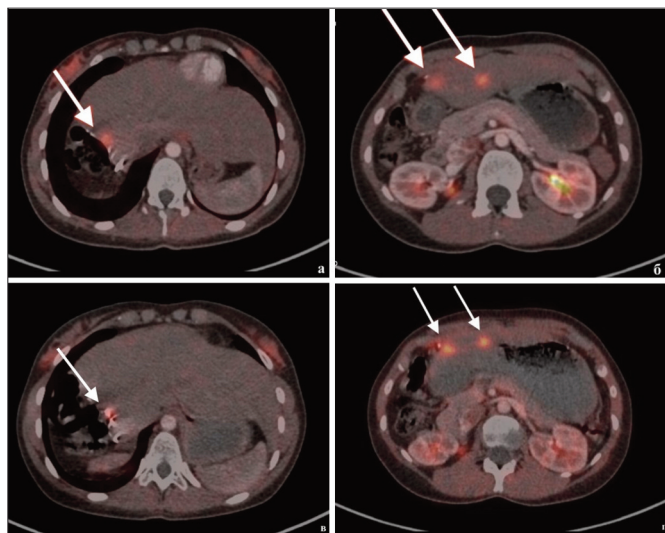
ПЭТ-КТ с ^{68}Ga -FAPI больной злокачественной гастроинтестинальной нейроэктодермальной опухолью с метастазами в печень. Выполнены две резекции тонкой кишки и правосторонняя гемигепатэктомия.
